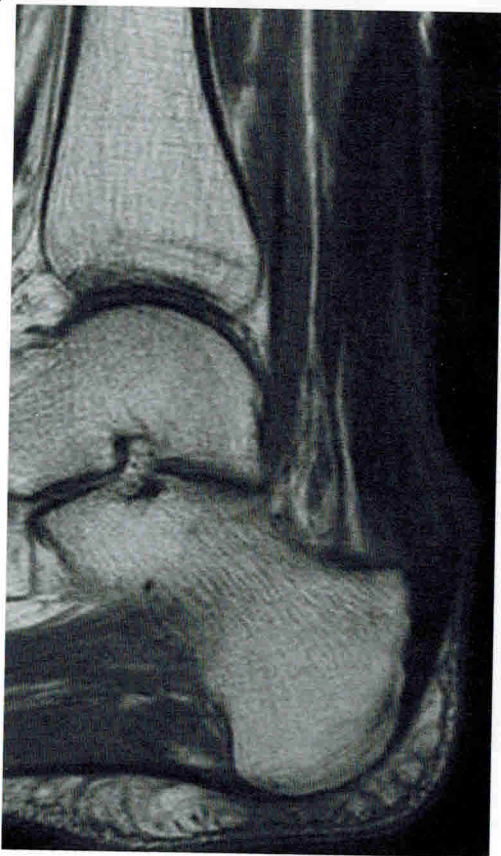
МРТ голеностопного сустава. Болезнь Хаглунда:
